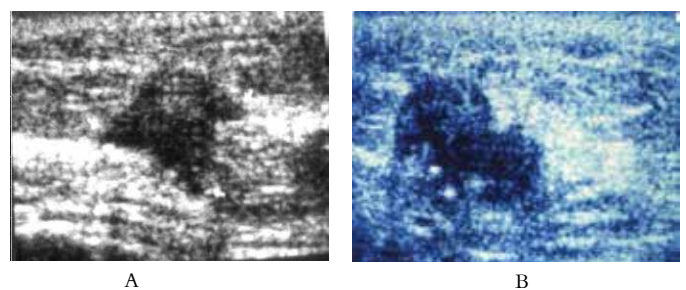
USG de mama. Nódulo benigno de tendência acústica benigna (a). Nódulo sólido hiperecogênico tipo lipoma (b)
